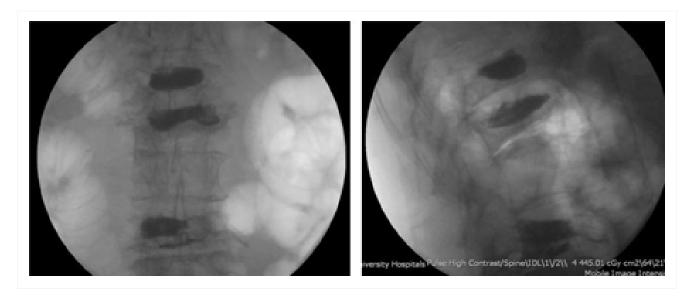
Radiografias anteroposterior e lateral de um paciente com fraturas osteoporóticas por compressão vertebral de L1,2,4 após a cifoplastia
